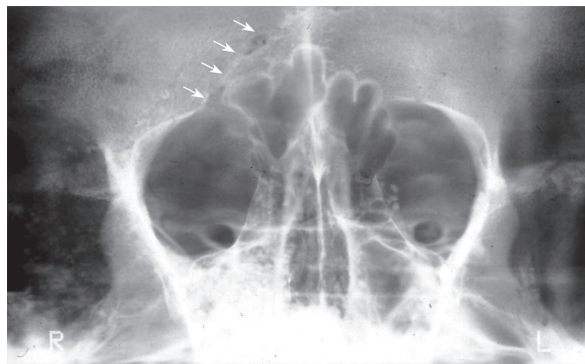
Die Frontalregion von Individuum 6 im Röntgenbild. Der Verlauf der verheilten Verletzung ist deutlich erkennbar (Pfeile).
